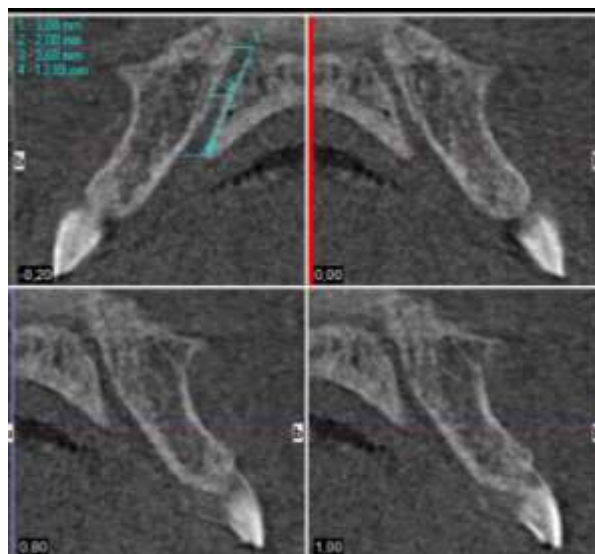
Фрагмент КТ-знімку із визначення ширини різцевого каналу на 3 рівнях (верхній, середній, нижній).
